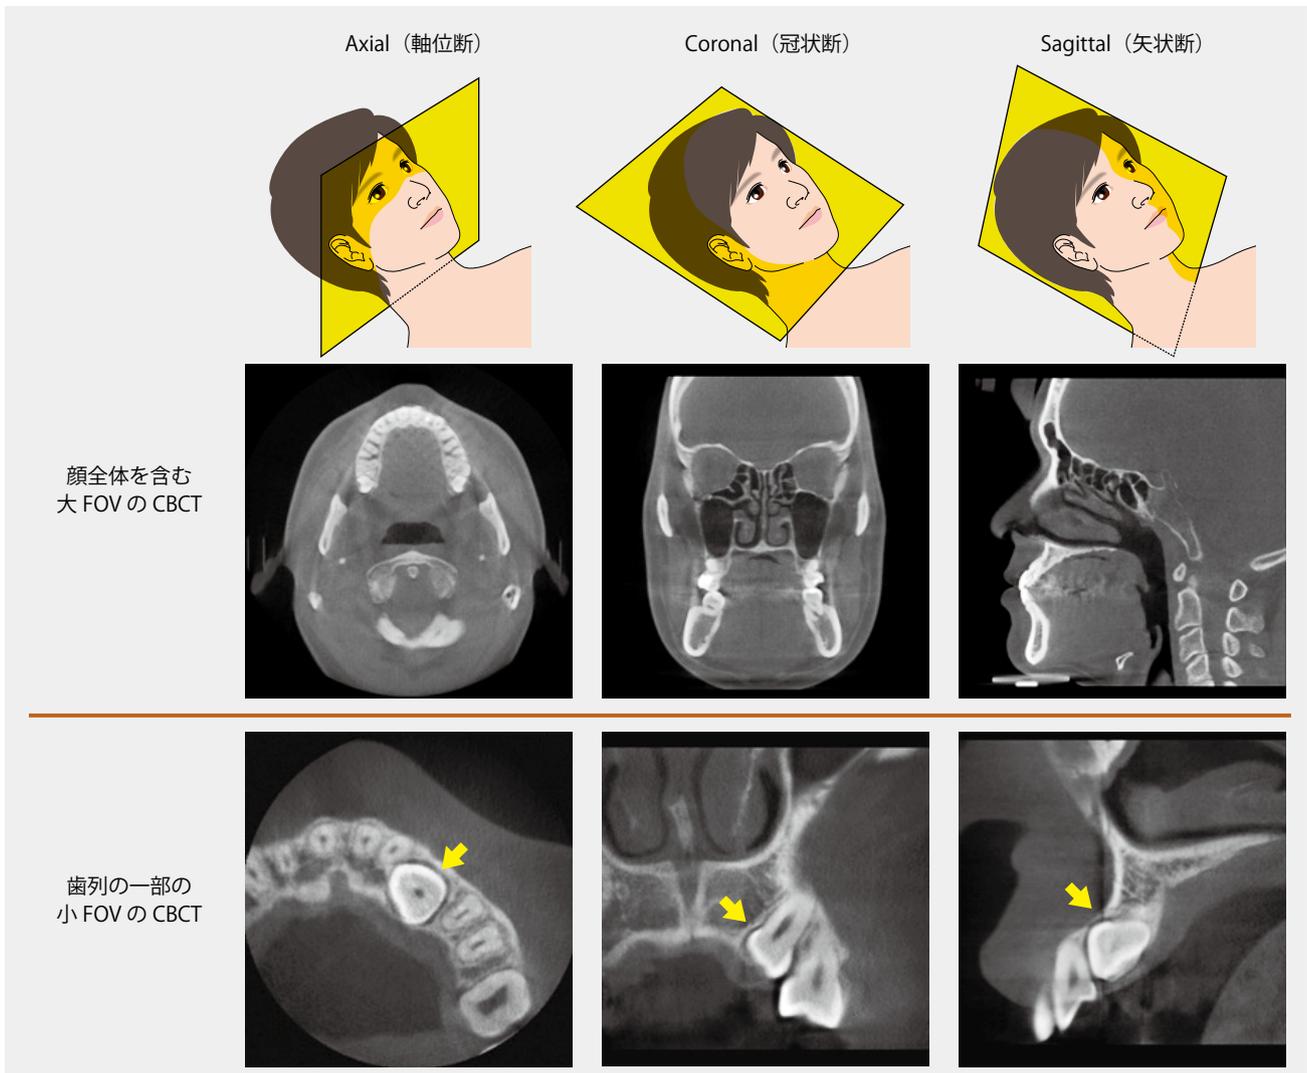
生体の基準平面に平行な断面の CBCT 画像
